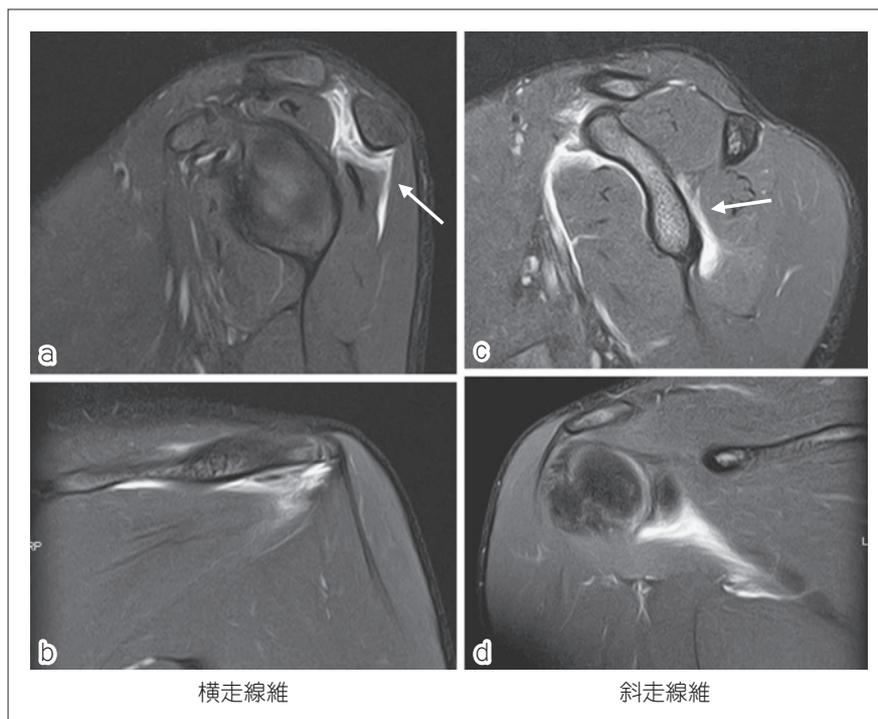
棘下筋肉離れのMRI所見 (STIR 像)
